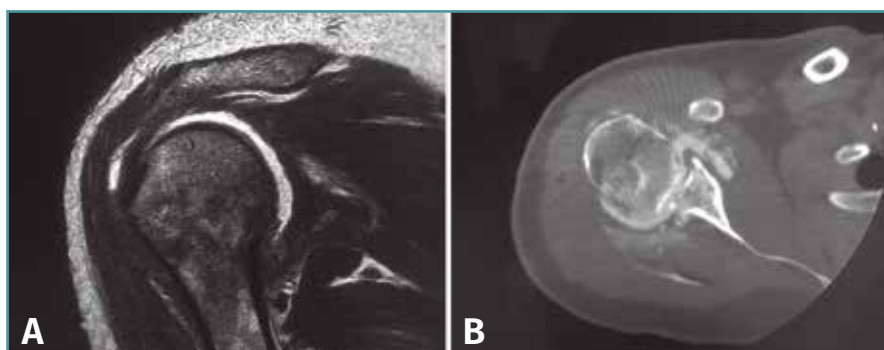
Corte coronal de resonancia magnética (A) y corte axial de artrotomografía computarizada (B) postoperatorios en los que se observa la reducción de la cabeza humeral en la glena sin otras lesiones asociadas.
